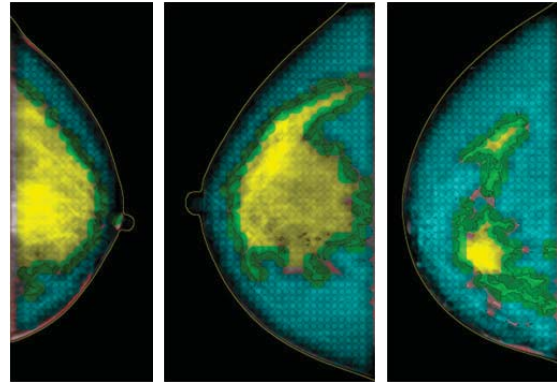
유방 X선 영상에서 사전 통계 정보를 추출하기 위하여 관심영역을 지정하는 과정
